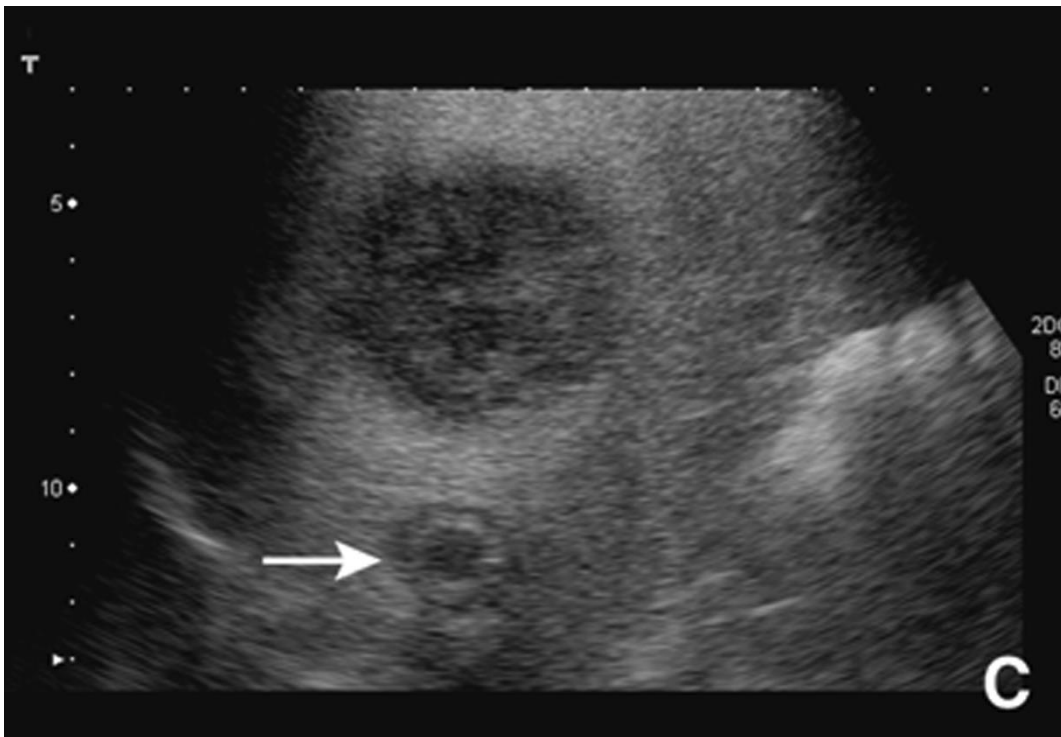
Image échographique retrouve un parenchyme multinodulaire ; l'image radiologique est hétérogène associant des nodules fortement hypoéchogènes à d'autres présentant un classique aspect en cocarde (C) (flèche). [46]
